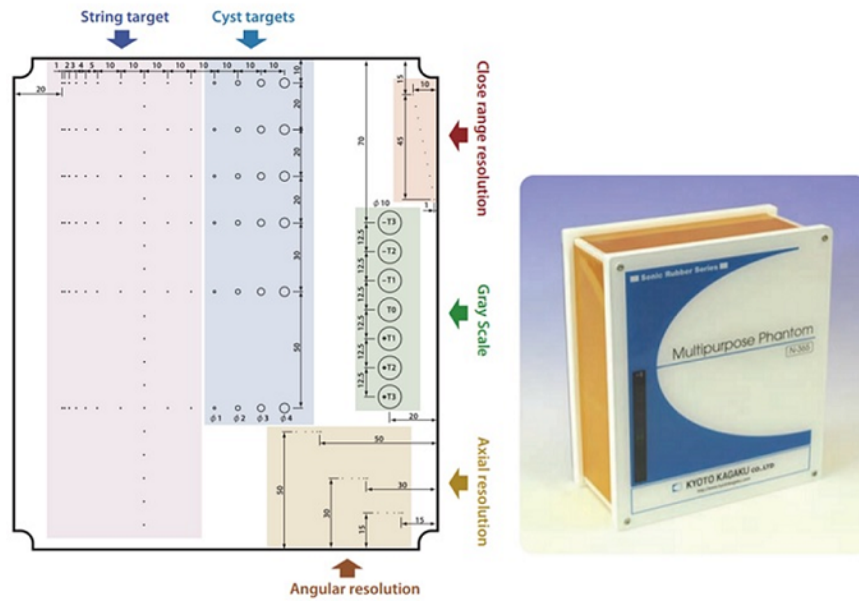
Maniqué para control de calidad en equipos de ultrasonidos N-365 (Kyoto Kagaku).
